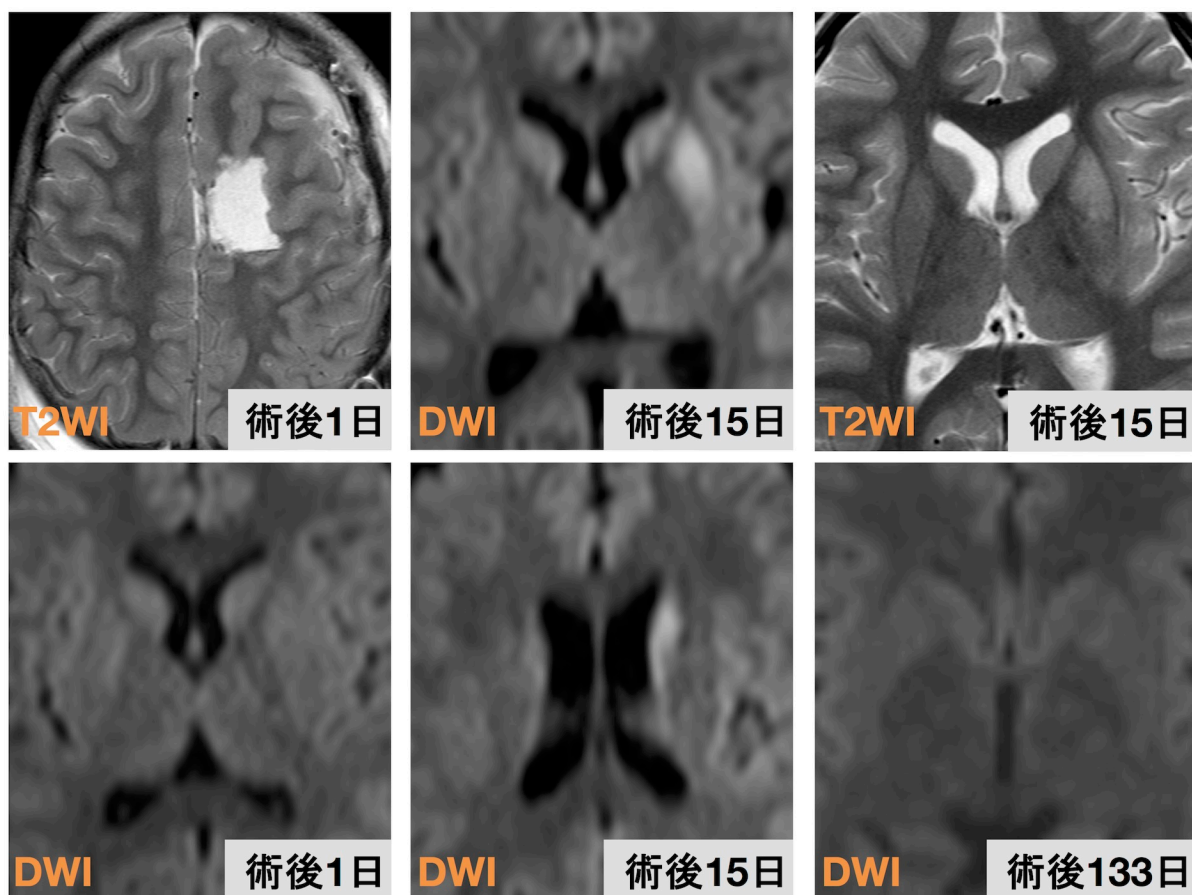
Case 6. 9 歳男児. 左前頭葉の限局性皮質異形成の切除術後. 術後 1 日目の MRI では線条体/視床に異常信号を認めない。15 日目に尾状核体部と被殻中央の高信号 (Type 2) が出現し、133 日目には消退している。
